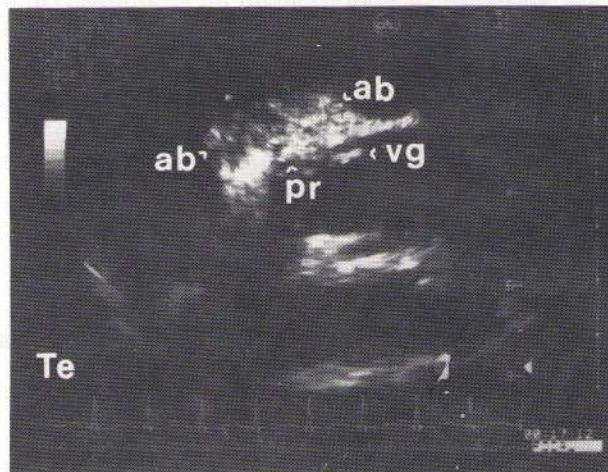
Ecocardiograma transesofágico, mostrando vegetação na face ventricular da prótese aórtica e abscessos paraprotéticos aórticos. Te - transesofágico; ab - abscesso; vg - vegetação; pr - prótese.
